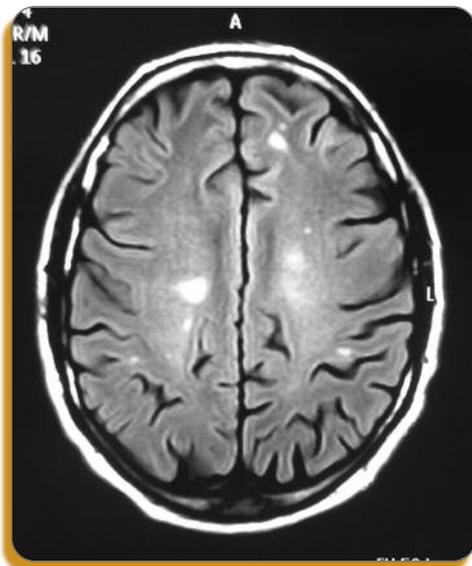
IRM cérébrale d'un patient porteur d'une mutation NOHL. Hypersignaux sur les séquences pondérées en FLAIR
